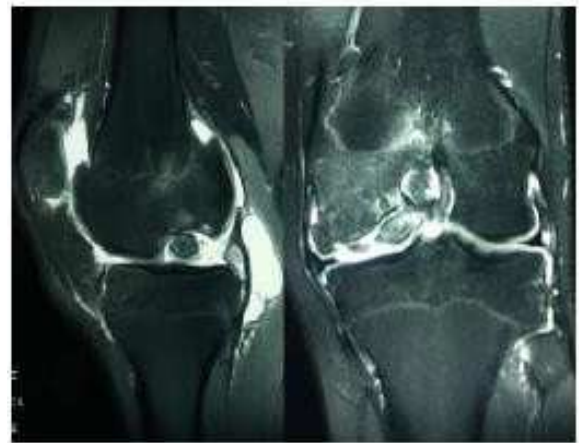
Coupes IRM frontale et sagittale du genou du même patient montrant une OCD stade IV selon la classification de *Hefti et al.*
